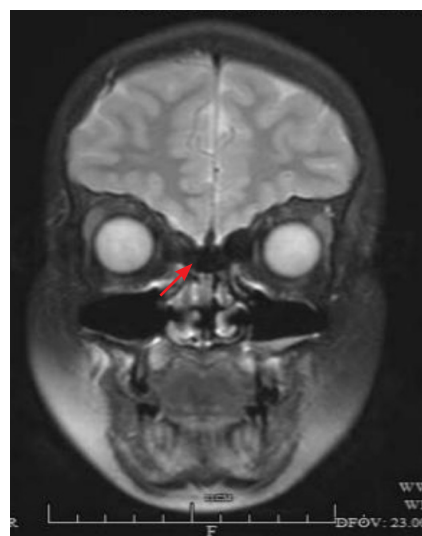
病例1冠状位MRI(T2加权相) 嗅沟显示变窄(箭头所示),嗅束未显示。
